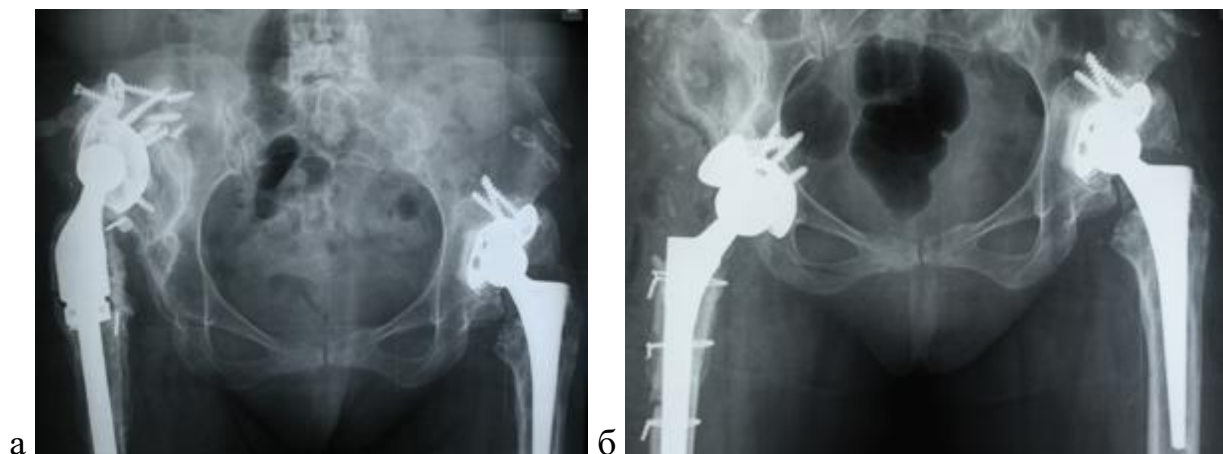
Рентгенограммы пациентки 55 лет: при поступлении (а) и после ревизии (б)
